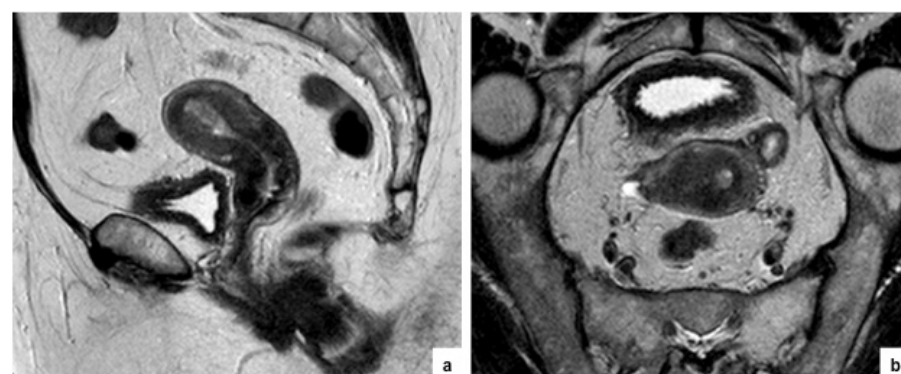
Imagens de RM ponderadas em T2 no plano sagital (a) e no plano axial do corpo do útero (b).
